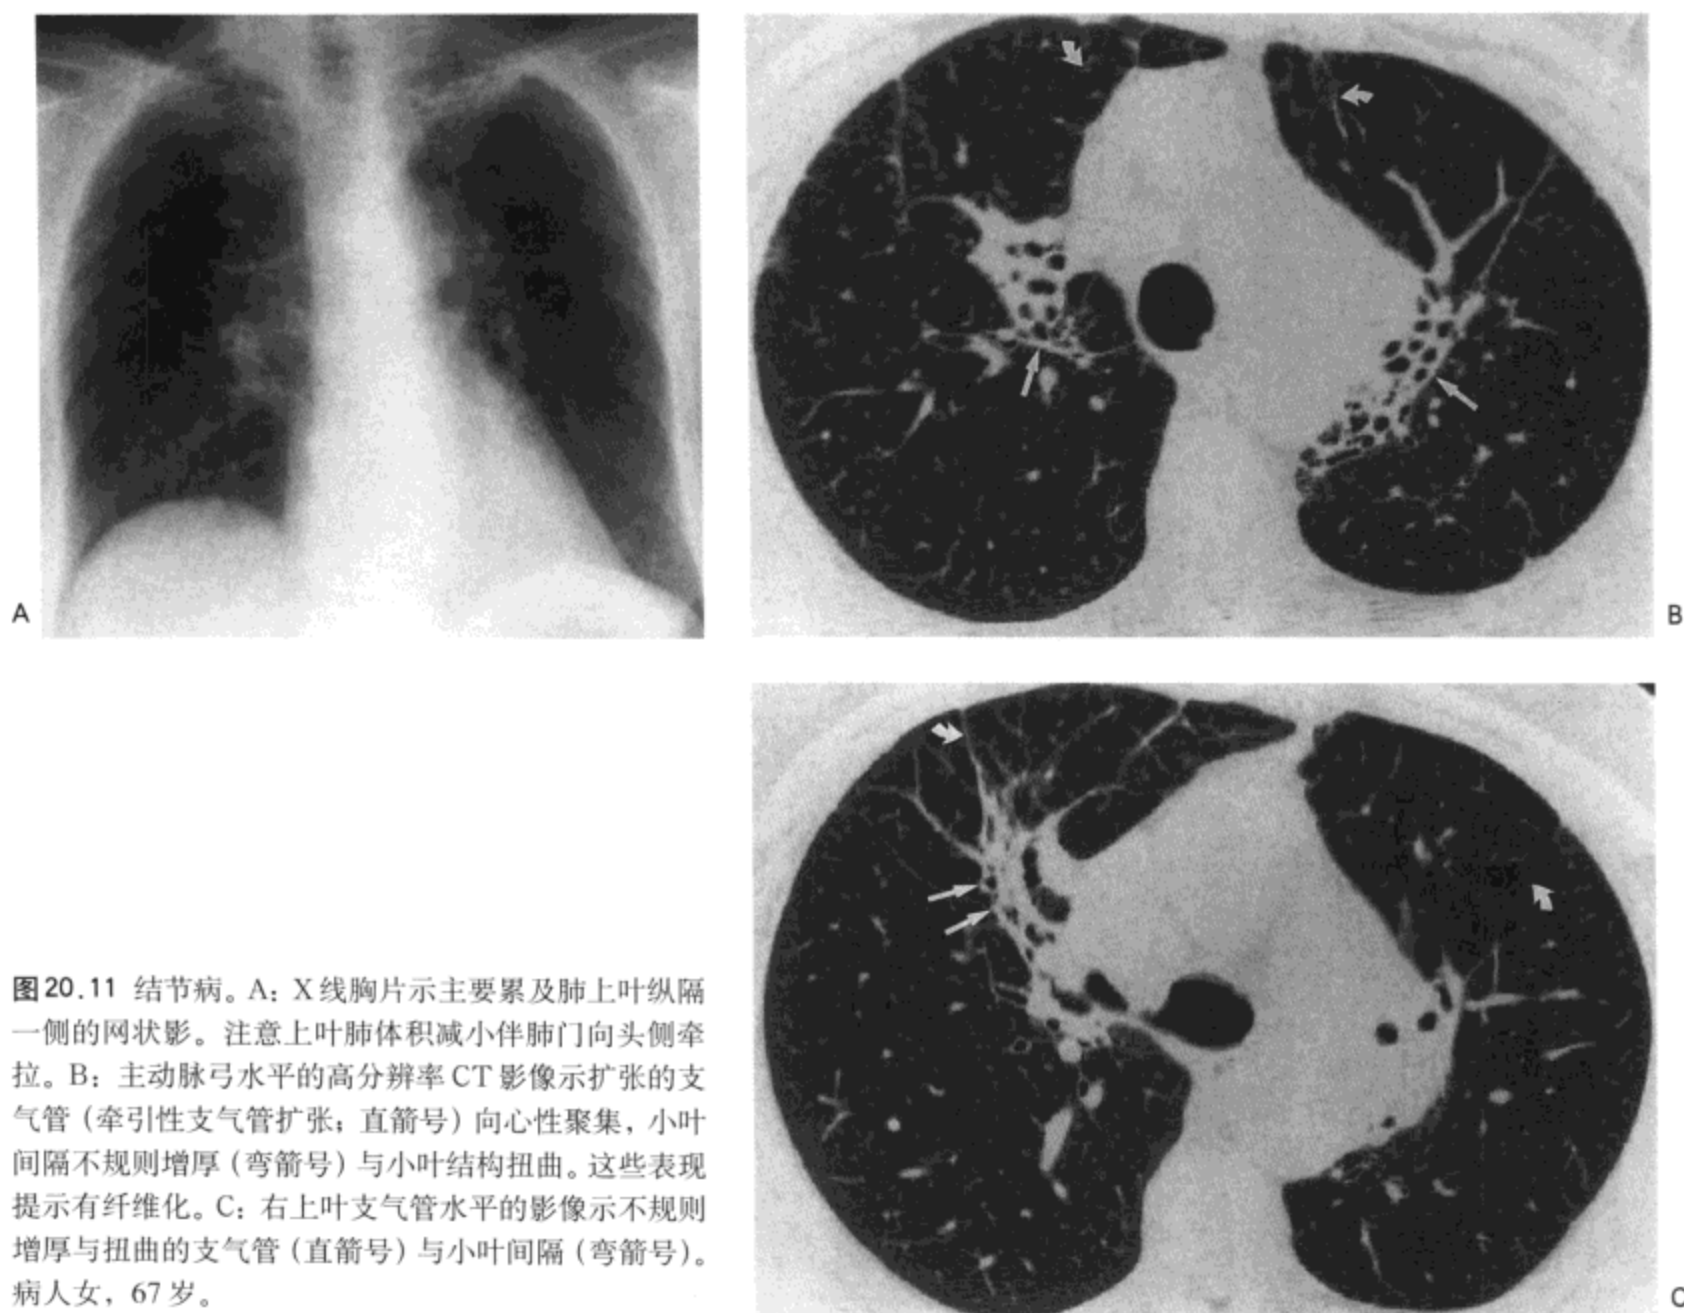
结节病。A: X线胸片示主要累及肺上叶纵隔一侧的网状影。注意上叶肺体积减小伴肺门向头侧牵拉。B: 主动脉弓水平的高分辨率CT影像示扩张的支气管(牵引性支气管扩张;直箭号)向心性聚集,小叶间隔不规则增厚(弯箭号)与小叶结构扭曲。这些表现提示有纤维化。C: 右上叶支气管水平的影像示不规则增厚与扭曲的支气管(直箭号)与小叶间隔(弯箭号)。病人女,67岁。
